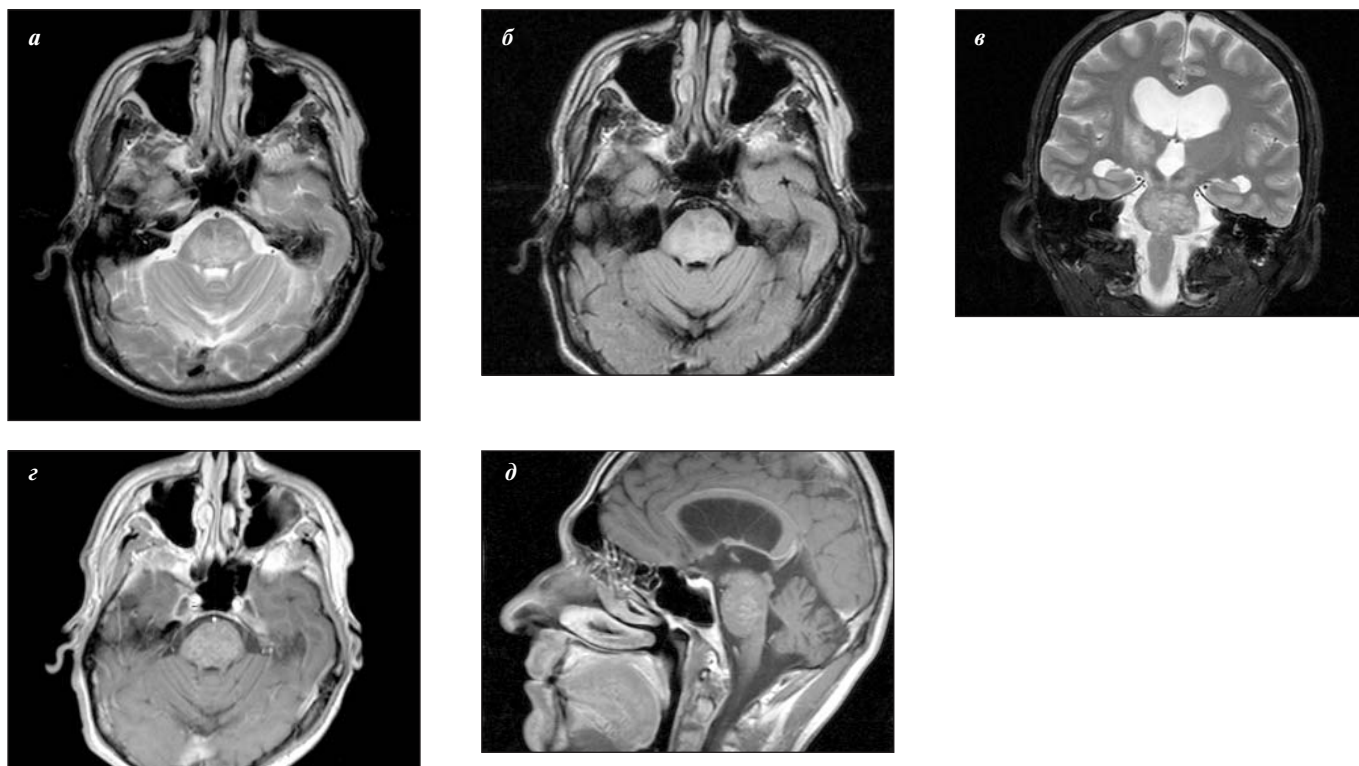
МРТ в режимах T2 (а) и T2-FLAIR (б) в аксиальной, а также в режиме T2 (в) во фронтальной проекциях. Выявляется поражение варолиевого моста с частичным вовлечением ножек среднего мозга и распространением поражения на область подкорковых образований справа. Также определяются признаки окклюзионной гидроцефалии без перивентрикулярного отека, обусловленные стенозированием силвиева водопровода за счет увеличения размеров ствола мозга. При внутривенном контрастном усилении в режиме T1 в аксиальной (г) и сагиттальной (д) проекциях визуализируется мелкоочаговое патологическое накопление контрастного вещества, соответствующее локализации изменений, выявленных в режиме T2
